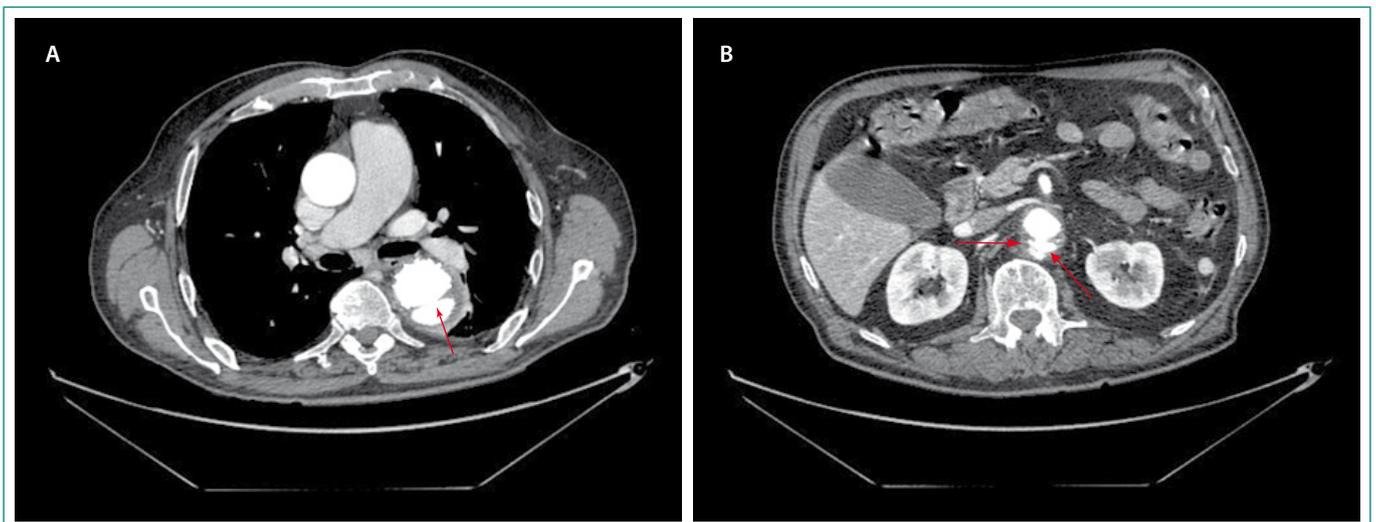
Angio-TC de control de aorta torácica
